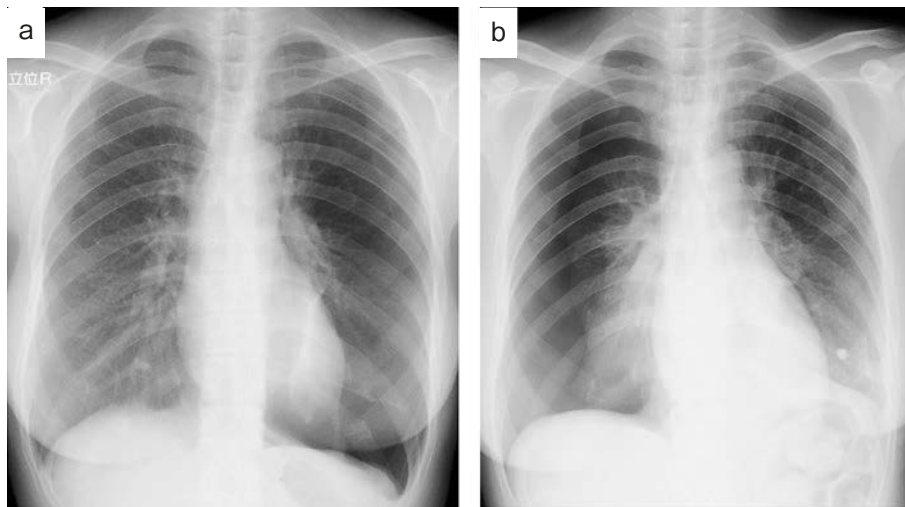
Chest X-ray findings. (a) Chest X-ray on admission showed hyperlucency in the left lower lung field, consistent with pneumothorax. (b) Chest X-ray 13 days after admission showed collapse of the right lung in addition to left pneumothorax.
